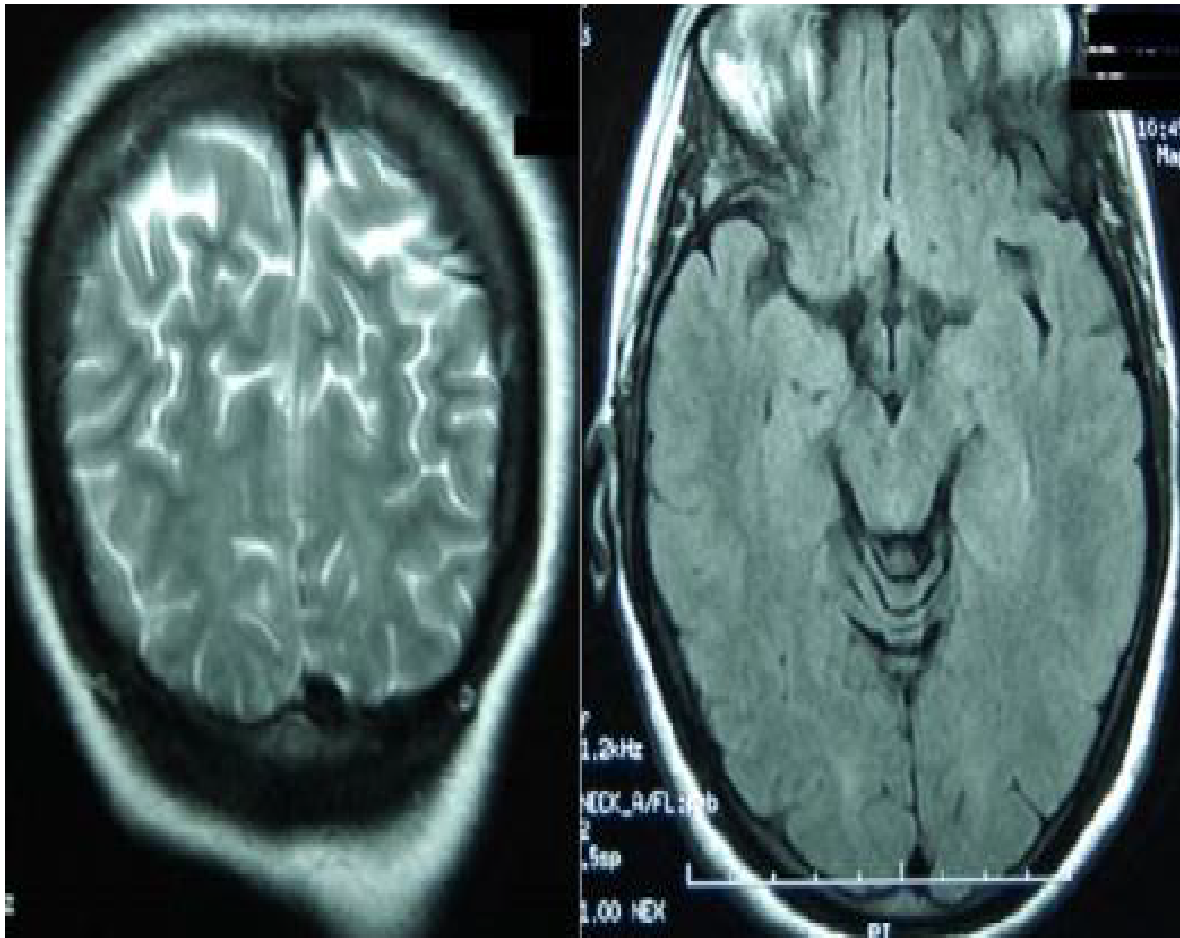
Imagerie par résonance magnétique (IRM) encéphalique, en coupe axiale FLAIR et coronale T2, de la même patiente, à 2 mois, montrant la régression quasi-complète des lésions.
